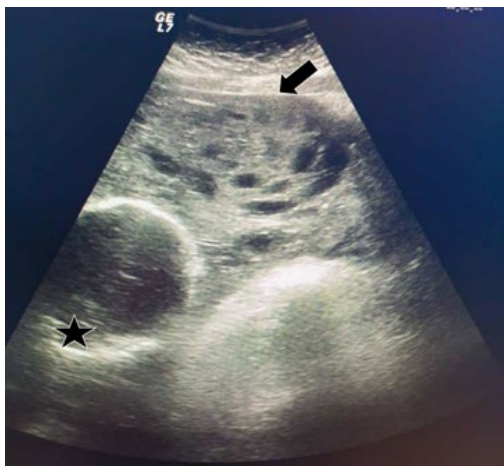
Ecografía de la paciente a las 30 semanas más 4 días de gestación, donde se evidencia anhidramnios; se muestra placenta con varios focos anecoicos en su interior, acompañado de parte fetal.
